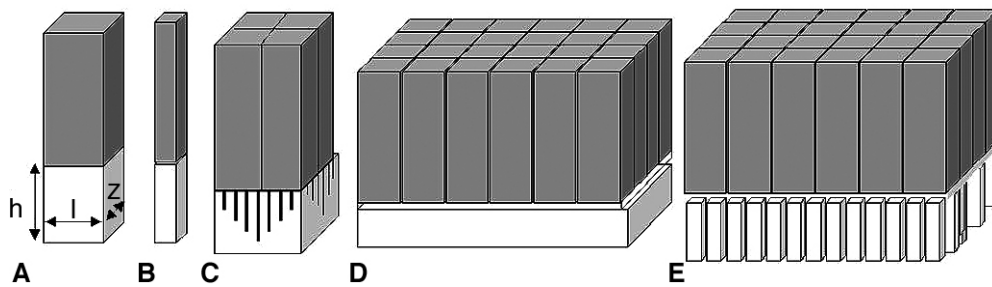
Principaux couplages scintillateurs/photodétecteurs employés sur les tomographies par émission de positons. Les dimensions du scintillateur conditionnent l'échantillonnage des données : la largeur (l) correspond à la taille de la cellule de mesure dans le plan de l'anneau, la dimension (z) conditionne l'épaisseur de la coupe, et la hauteur (h) influe sur l'efficacité de détection.
